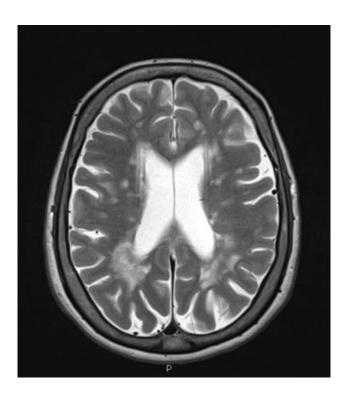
Resonancia magnética de DC.
